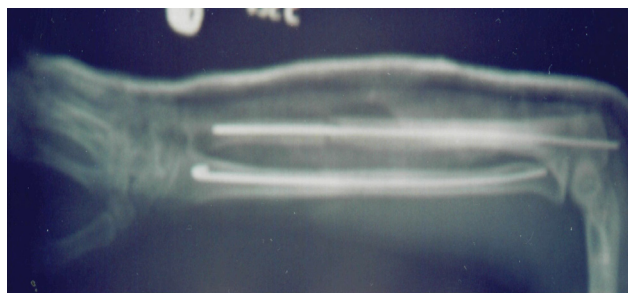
Radiografia după prima operație.
